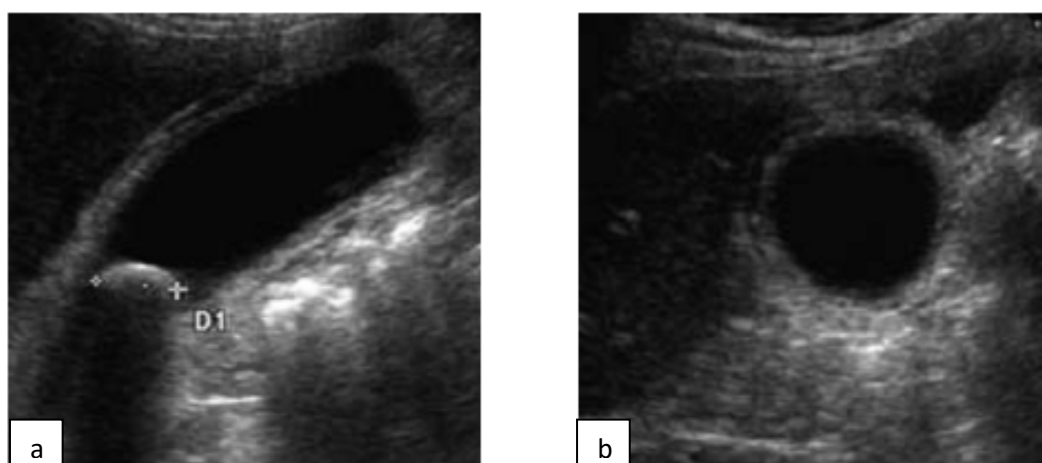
Aspect échographique d'une Cholécystite aiguë. [61]
